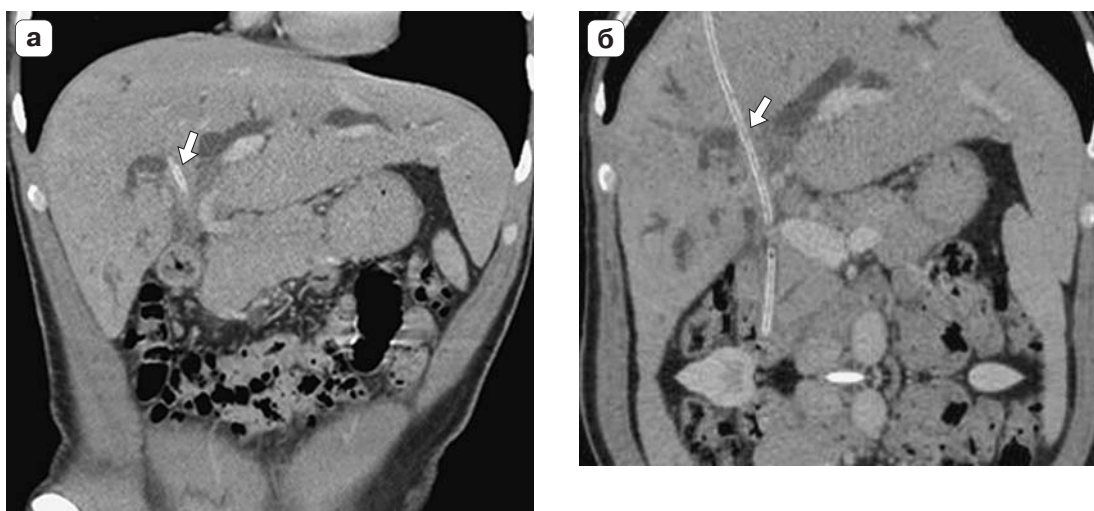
Компьютерная томограмма. Опухоль Клацкина. Распространение опухоли на правый и левый долевыми протоками (стрелки). а – фронтальная проекция, б – после построения криволинейной реконструкции желчных протоков.
